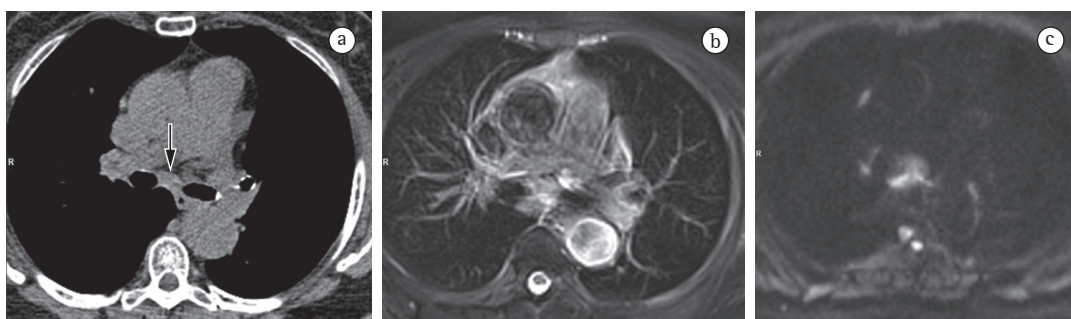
Em A, TC axial mostrando um linfonodo de 8 mm na cadeia subcarinal (seta). Em B, imagem de ressonância magnética axial ponderada em T2 com saturação de gordura mostrando alta intensidade de sinal no linfonodo, o que sugere a presença de doença metastática. Em C, imagem de ressonância magnética axial ponderada em difusão mostrando o linfonodo. A presença de metástase de carcinoma pulmonar de células pequenas foi confirmada por meio de biópsia.
